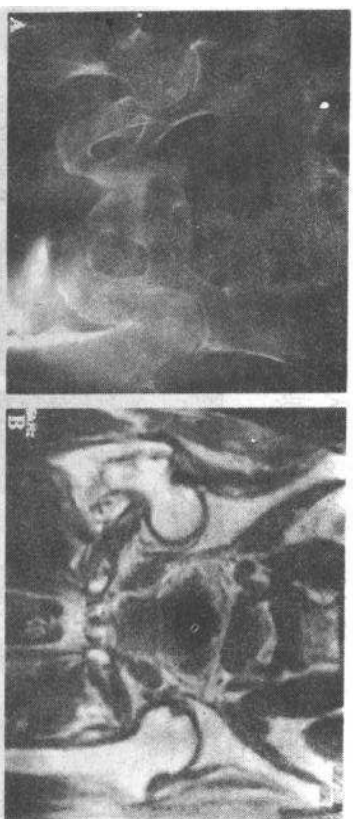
隐性髌骨骨折。A 右髌外旋的老年人在最初的 X 光片上未发现骨折。B 同一天 MRI 检查发现无错位的粗隆间骨折
